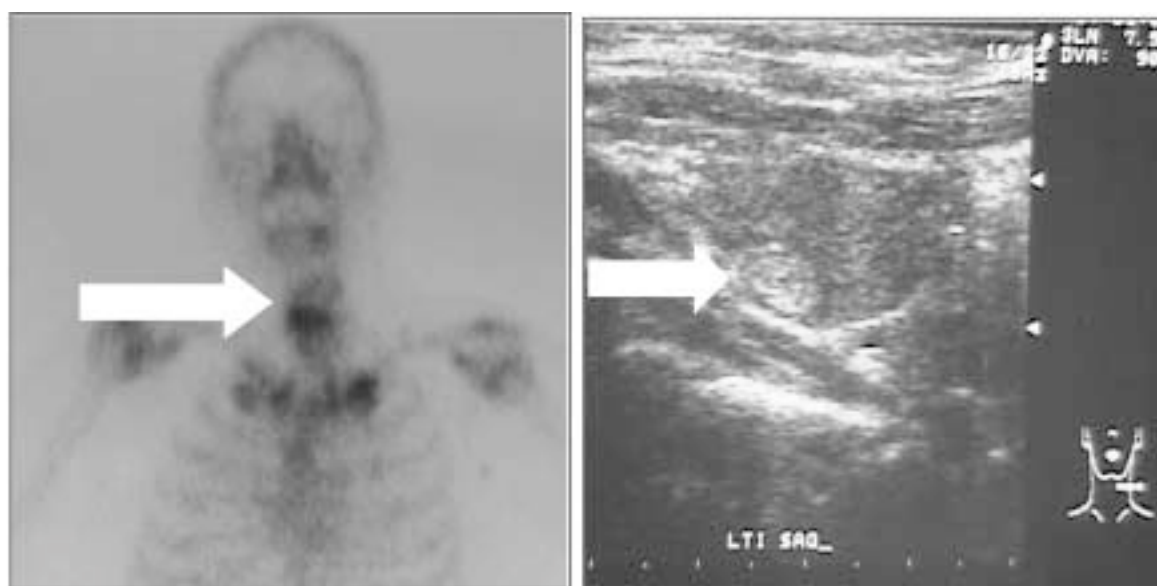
Nódulo de comportamiento hipercaptante en el gammagrama tiroideo (figura izquierda). En el ultrasonido tiroideo (figura derecha) se observa una lesión hiperecoica dependiente de la porción inferior y medial del lóbulo tiroideo izquierdo.
